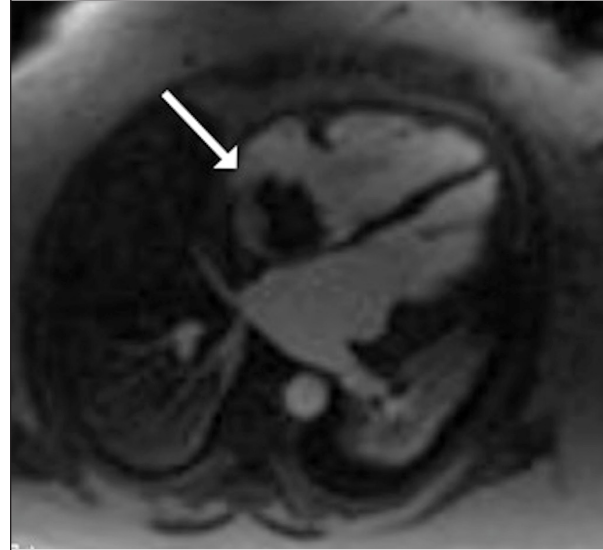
RMN cardiaque identifiant la masse cardiaque tumorale accolée au septum interauriculaire au sein de l'oreillette droite (flèche).
